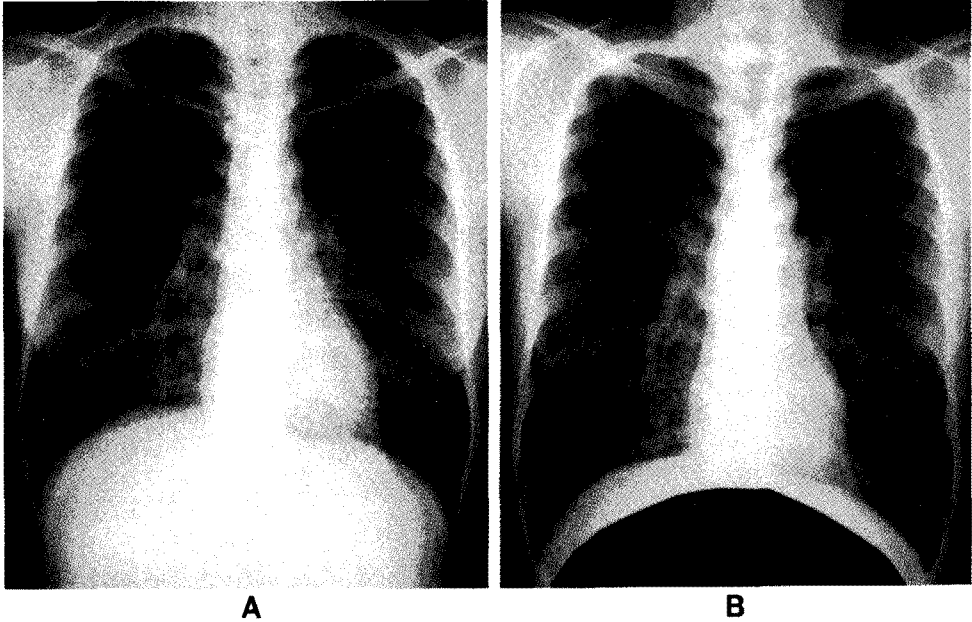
On follow up radiographs, the miliary infiltration was changed to diffuse reticulonodular pattern with tiny cystic changes especially in both lower lung fields(A). Then cystic changes became more prominent and the lung volume was increased(B).
